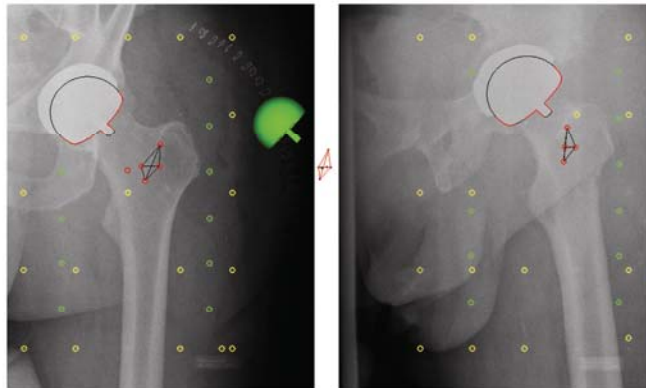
Klinisches RSA-Röntgenbild mit implantierter Hüftkopfkappe plus der Messmarker im Femur. (A) zeigt die Messsituation der experimentellen Phantomstudie HR1 im klinischen Kontext. In der rechten Bildhälfte des RSA-Röntgenbildpaares ist der proximale Bereich der Kappe durch die Hüftpfanne verdeckt. (B) Zeigt die Messsituation der experimentellen Phantomstudie HR2. Der proximale Bereich der Hüftkopfkappe ist komplett in beiden Bildhälften des RSA-Röntgenbildpaares zu sehen.
